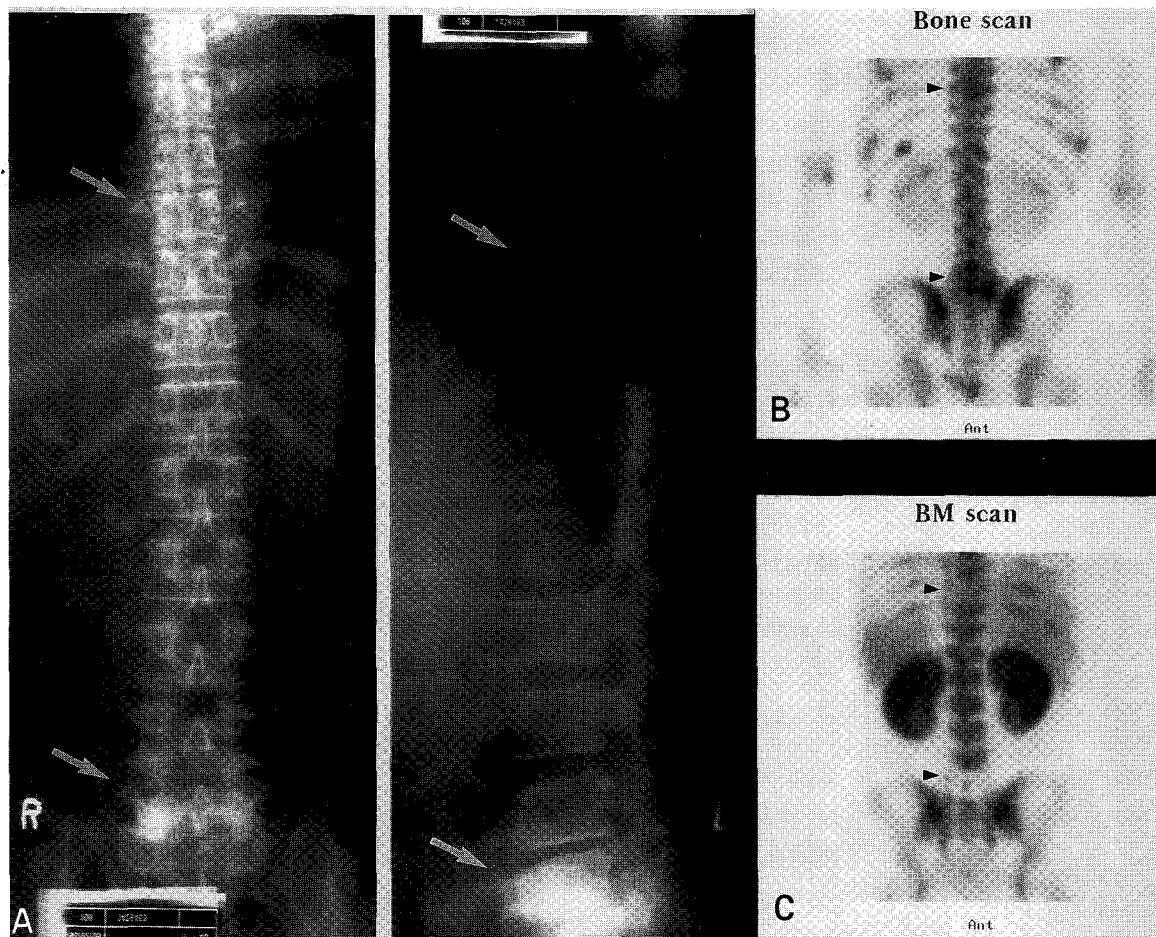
Case 1. 45-year old female (stage III). Fig 3A: Simple radiography of the thoracolumbar spines (PA & lat. view) revealed diffuse osteoporosis and compression fracture in 5th lumbar spine, but thoracic spine was normal (white arrows). Fig 3B: Bone scan showed diffusely increased uptake in the same area (large arrow head: ◀) and additional lesion in left 11th rib (small arrow head: ▲). Fig 3C: Bone marrow scan showed marked expansion of peripheral marrow (grade III: not shown here) and focal photon defects in 9th thoracic and 5th lumbar spines (black arrow head: ◀).
